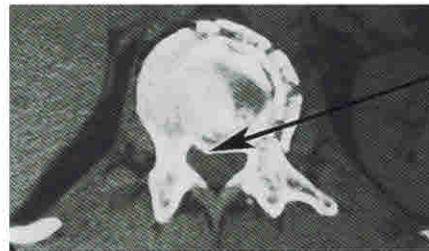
КТ грудного отдела позвоночника (3D-реконструкция). Компрессионные переломы  $T_4$ ,  $T_5$  и компрессионно-осколчатый перелом  $T_6$ . Стрелка указывает на костные отломки сломанного  $T_6$
